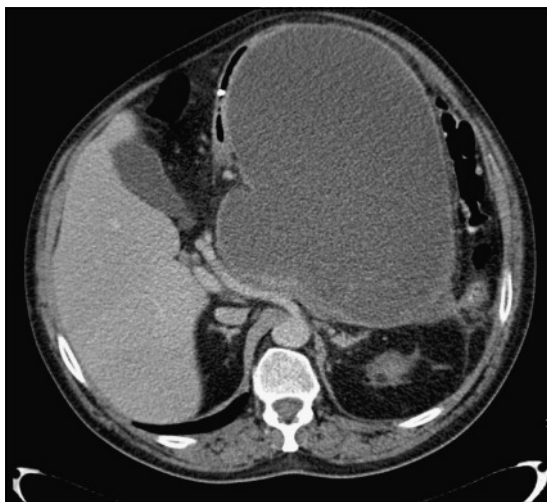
TAC abdominal donde se observa el pseudoquiste en cola de páncreas.
